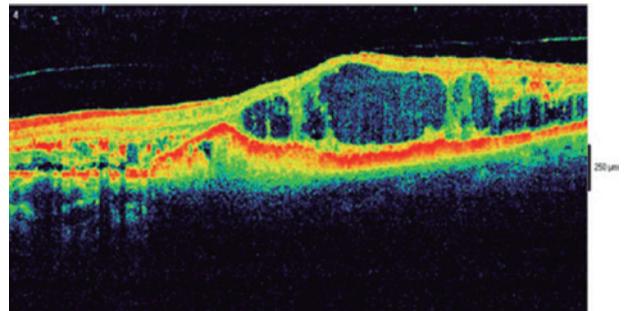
Tomografia óptica computadorizada do OE
